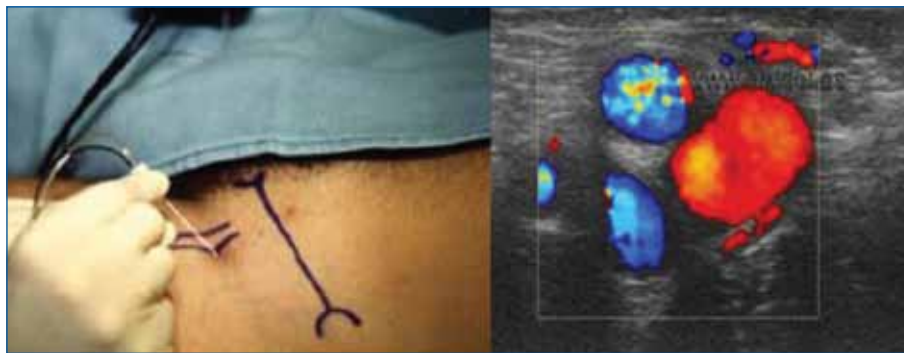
Bloqueo femoral con ecografía.
